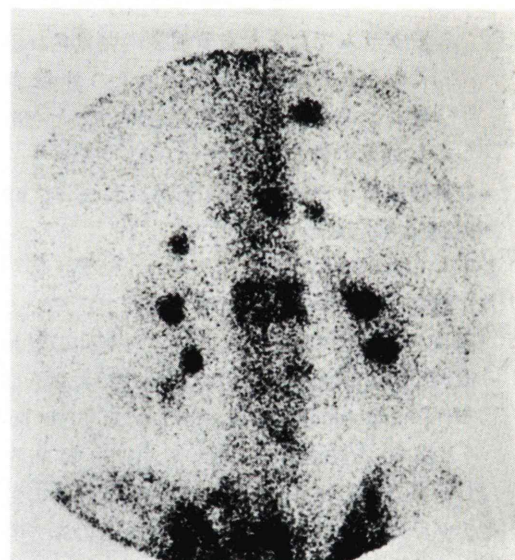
(Case 2) Renal image obtained at the time of bone scintigraphy. The lesion in figure 3 is unclear but can be identified by the displacement of the pelvis on this delayed image. High activity areas are noted in the vertebrae and ribs.
